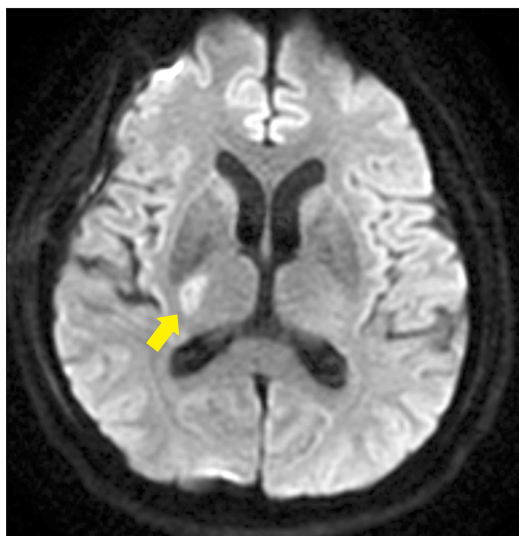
Postoperative brain MRI shows signal change at right posterior limb of the internal capsule (arrow). MRI: magnetic resonance imaging.
